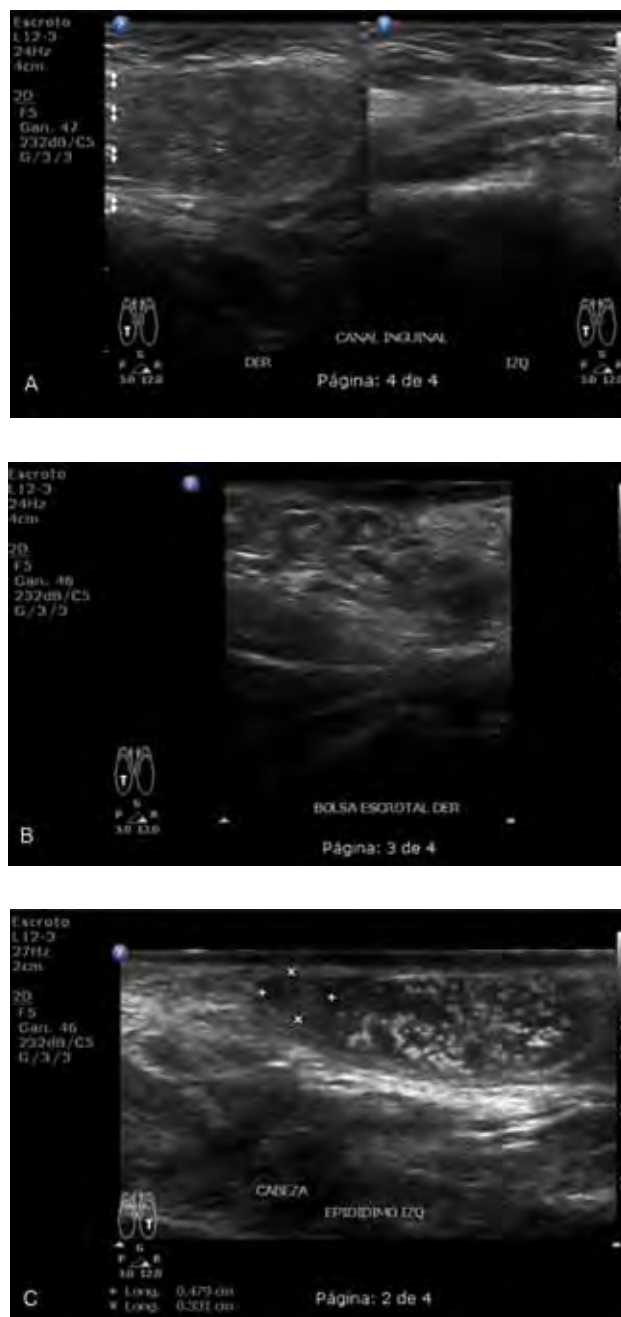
Ultrasonido testicular a nivel de la bolsa escrotal y del canal inguinal derecho.
